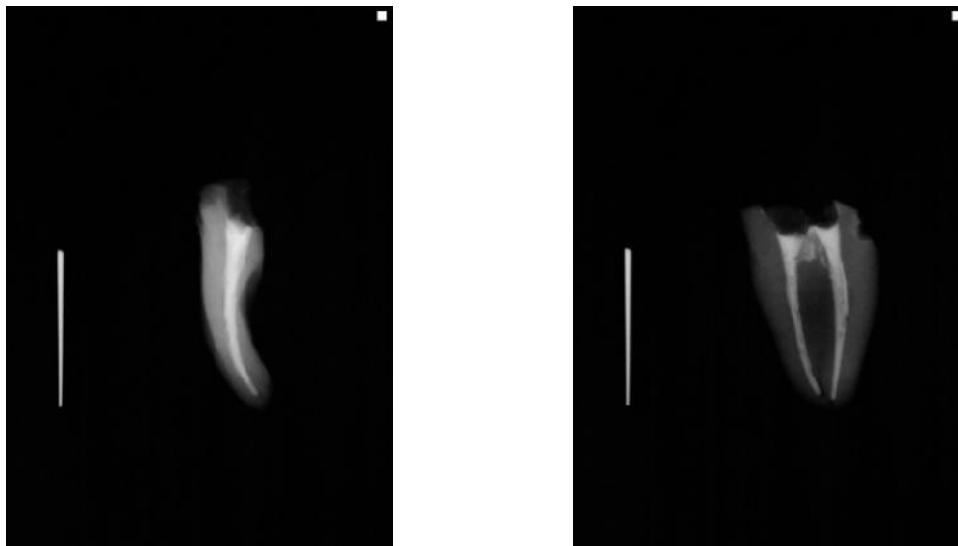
und b) Röntgenbilder mit Silberstift
